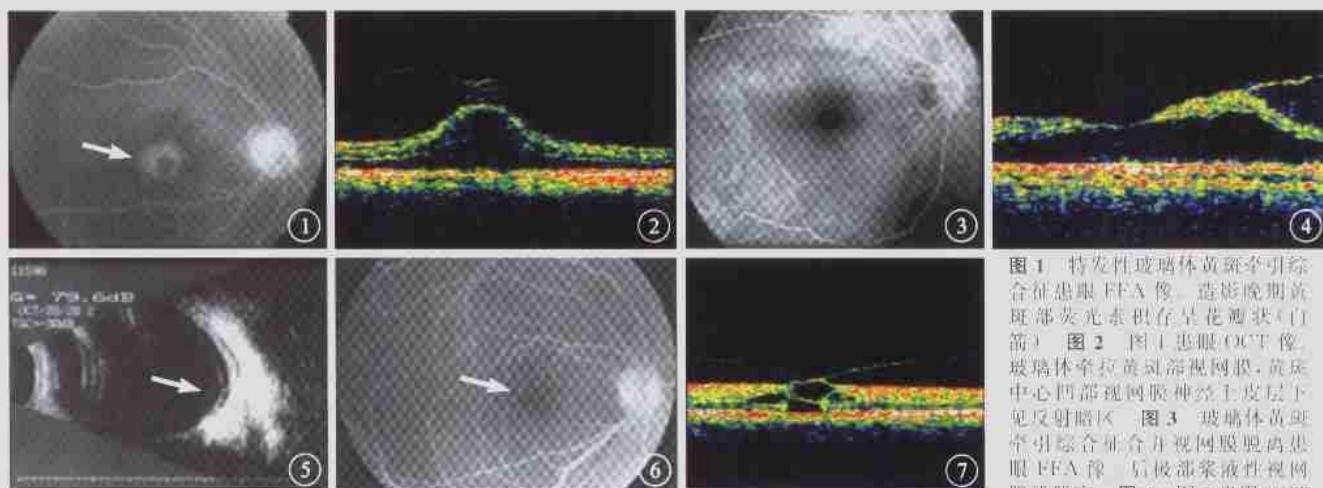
特发性玻璃体黄斑牵引综合征患眼FFA像。造影晚期黄斑部荧光素积存呈花瓣状(白箭) 图2 图1患眼OCT像。玻璃体牵拉黄斑部视网膜,黄斑中心凹部视网膜神经上皮层下见反射暗区 图3 玻璃体黄斑牵引综合征合并视网膜脱离患眼FFA像。后极部浆液性视网膜浅脱离 图4 图3患眼OCT像。黄斑部的玻璃体后皮质呈较强的反射光带并与内层视网膜表面相连,视网膜神经上皮层下低反射暗区 图5 图3患眼B型超声检查像。位于玻璃体腔后部的线状光带与后极部视网膜相连(白箭) 图6 玻璃体黄斑牵引综合征合并黄斑囊样水肿患眼FFA像。造影晚期见黄斑部荧光素轻微渗漏(白箭) 图7 图6患眼OCT像。黄斑部玻璃体浓缩呈较强的反射光带并向玻璃体腔延伸,黄斑部可见视网膜神经上皮层间圆形低反射区,多发,大小各异
